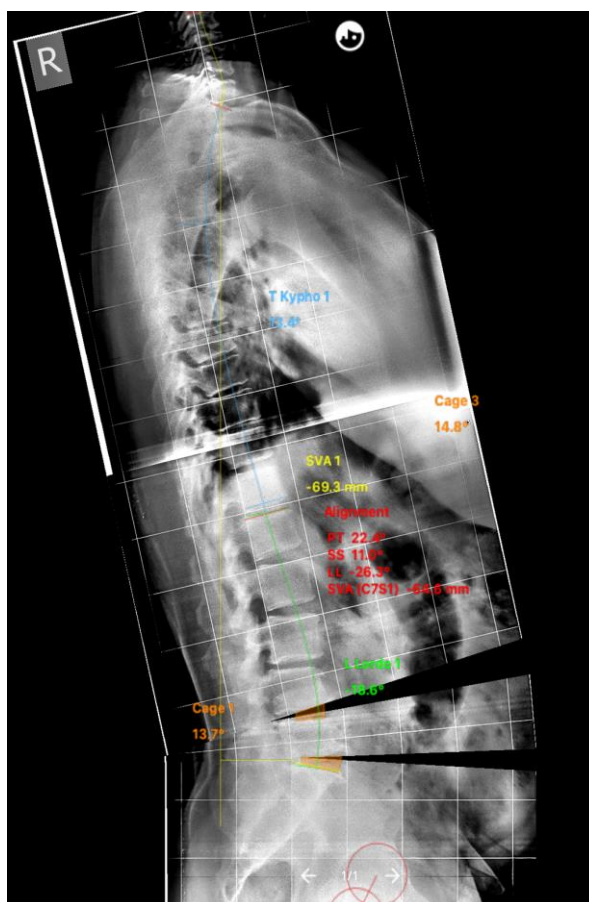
Рентгенограмма позвоночника после симуляции установки индивидуальных кейджей в программе Surgimap, © 2019 Nemaris
